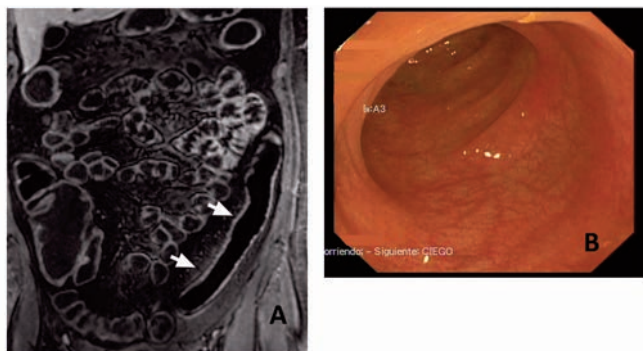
A. Resonancia magnética y B. Ileocolonoscopia que no demuestran actividad de la enfermedad de Crohn.
